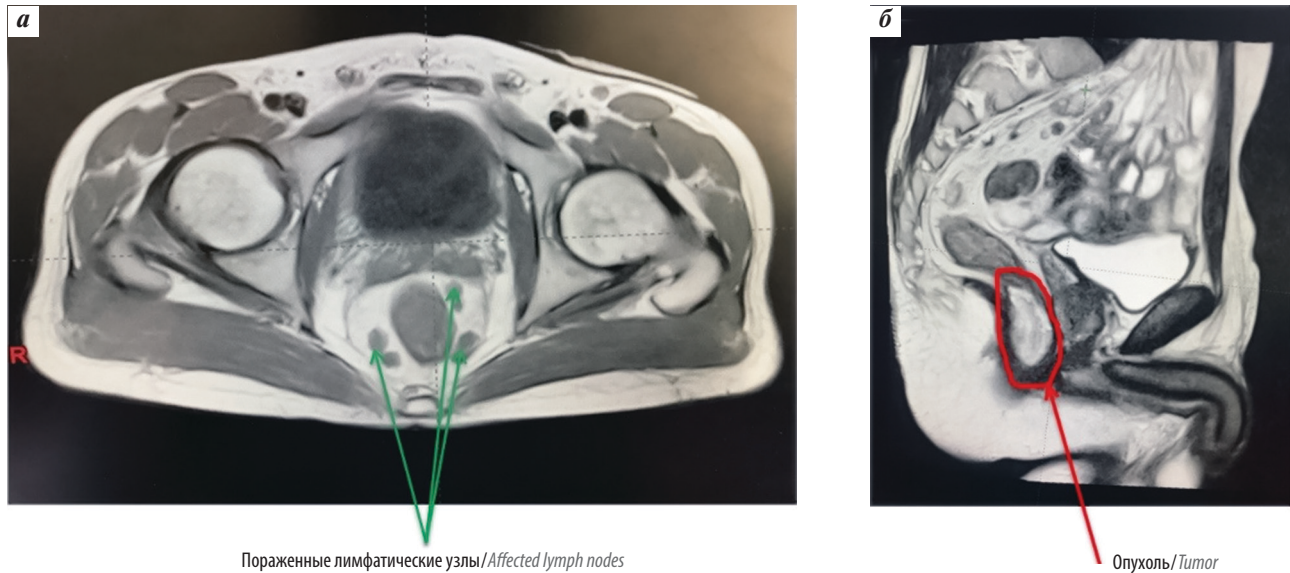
Данные магнитно-резонансной томографии органов малого таза пациента А. до начала комплексного лечения: а — на аксиальном срезе стрелками обозначены подозрительные на метастазы пораженные лимфатические узлы размерами до 14 мм в диаметре; б — на сагиттальном срезе стрелкой обозначена опухоль прямой кишки
